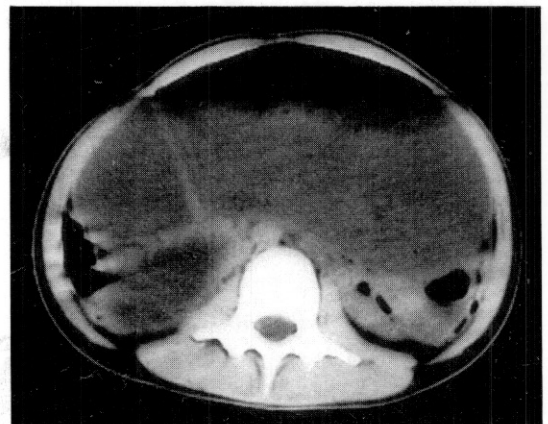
Abdominal CT (20/F) shows marked distension of the stomach and duodenum.
